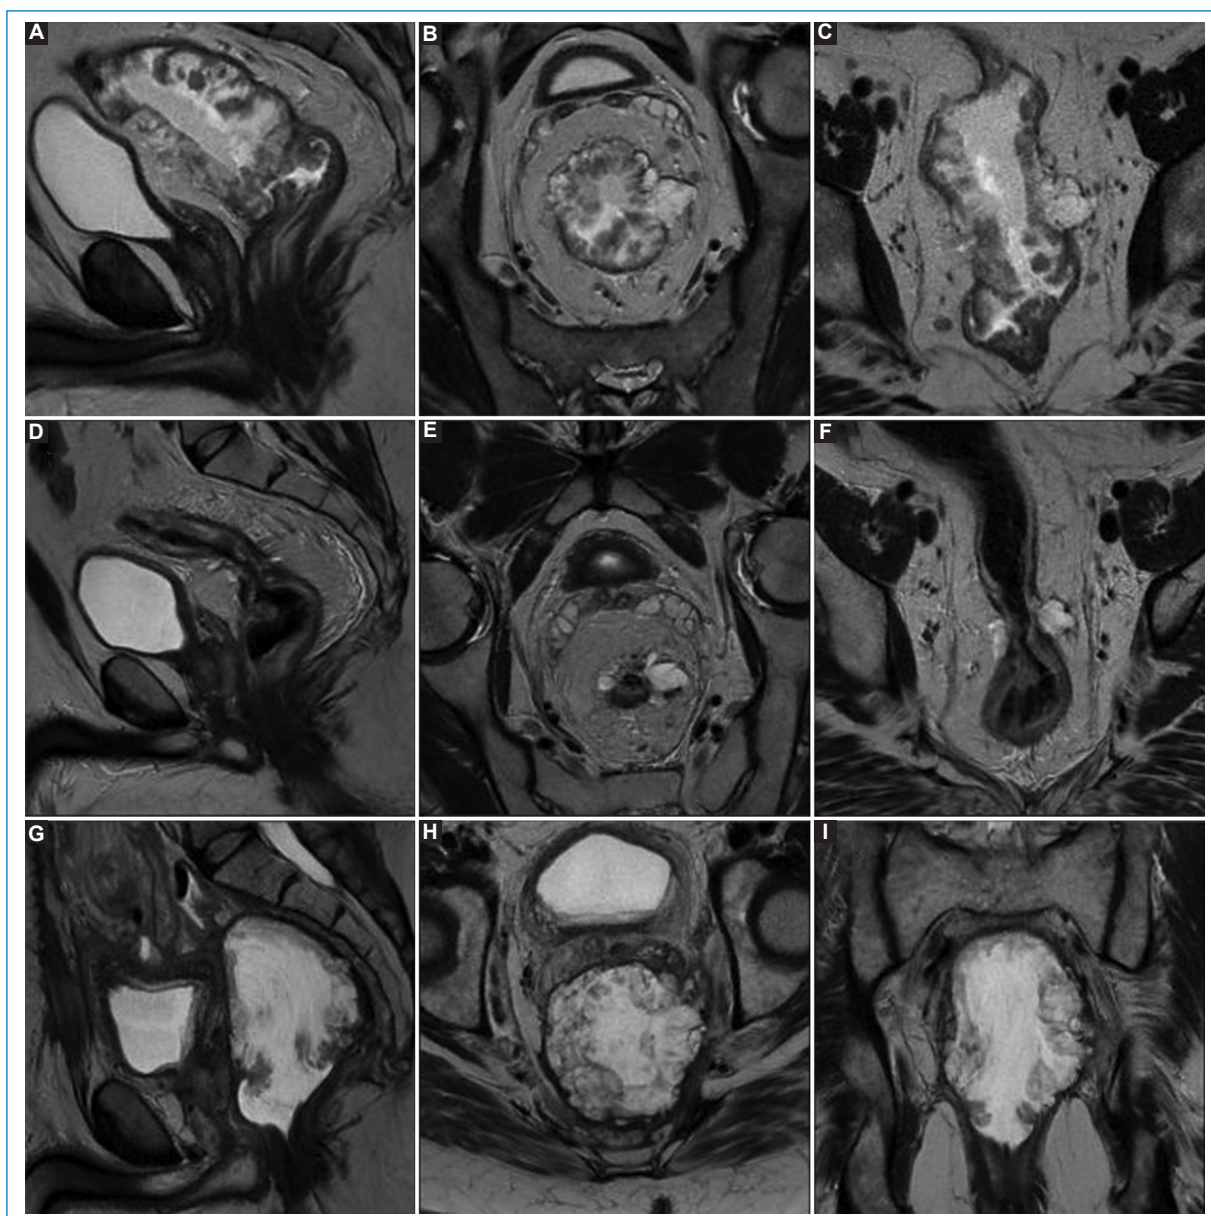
Tumor de recto medio mucinoso. Estudio basal con presencia de una lesión circunferencial con extensión extramural, con señal hiperintensa en T2, compatible con contenido mucinoso (A-C): mrT3d. La RM de control a los 5 meses postratamiento (D-F) evidencia una marcada reducción del volumen tumoral y la persistencia de algunos pequeños sectores compatibles con restos de mucina, de difícil distinción entre mucina celular o acelular. La RM de seguimiento a los 15 meses (G-I) muestra un marcado aumento de tamaño tumoral: TRG 5.
